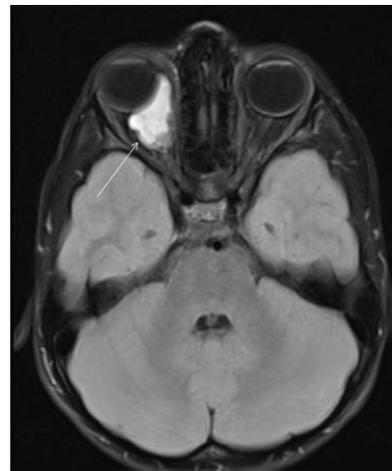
IRM cérébrale, coupe transversale, montrant une masse hyperintense en T2 (flèche).
